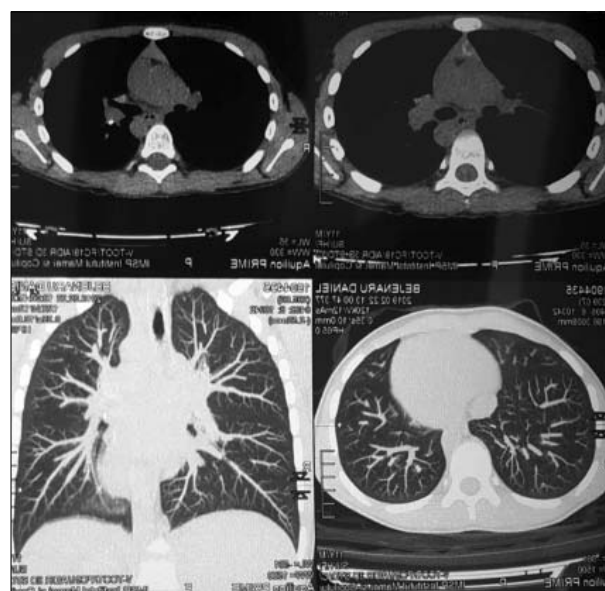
CT evidence of the primary tuberculous complex with calcified mediastinum lymph nodes after one year of hip pain onset
